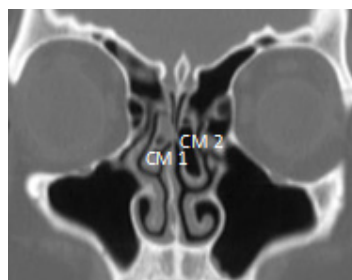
Corte coronal de TC revelando corneto médio paradoxal (CM 1) à direita e pneumatizado (CM 2) à esquerda (janela óssea).
